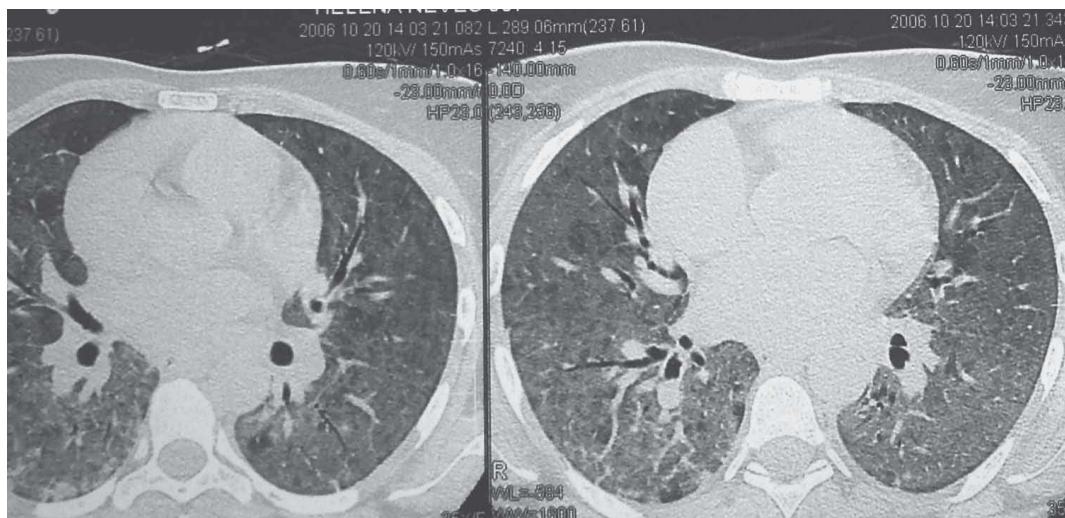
Imagem da tomografia axial computadorizada (TAC) do doente n.º 2 mostrando áreas de extensa condensação alveolar com aspecto de vidro despolido
